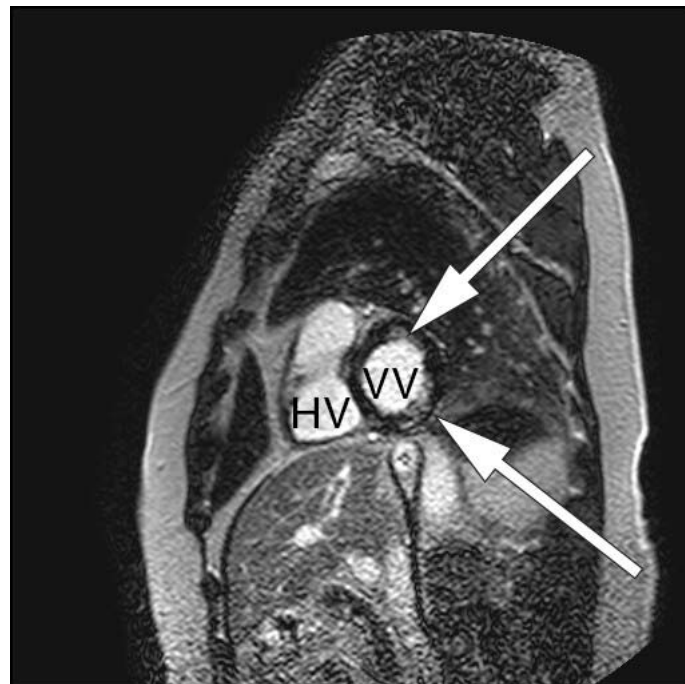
IRM cardiaque d'un patient atteint de sarcoïdose myocardique et dont les artères coronaires sont normales. L'image est prise dans l'axe transversal du cœur. Le myocarde normal est noir, tandis que le myocarde endommagé subit un réhaussement tardif du contraste et est donc blanc. Il existe une prise de contraste sous-endocardique (zone blanche) dans deux régions du myocarde ventriculaire gauche (flèches blanches). La flèche du bas indique la zone de diffusion transmurale. En outre, il y a une prise de contraste non spécifique dans l'angle entre le ventricule gauche et le ventricule droit . [82]
